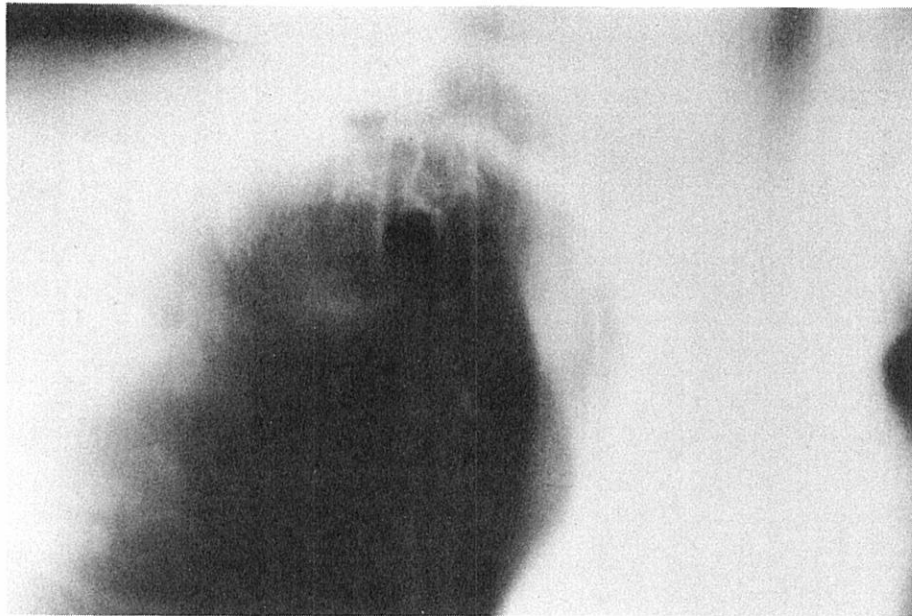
Same case as in Figure 11. Tomography demonstrated this apparent cavity to be a "fenestration" of the costochondral region of the right first rib ().
